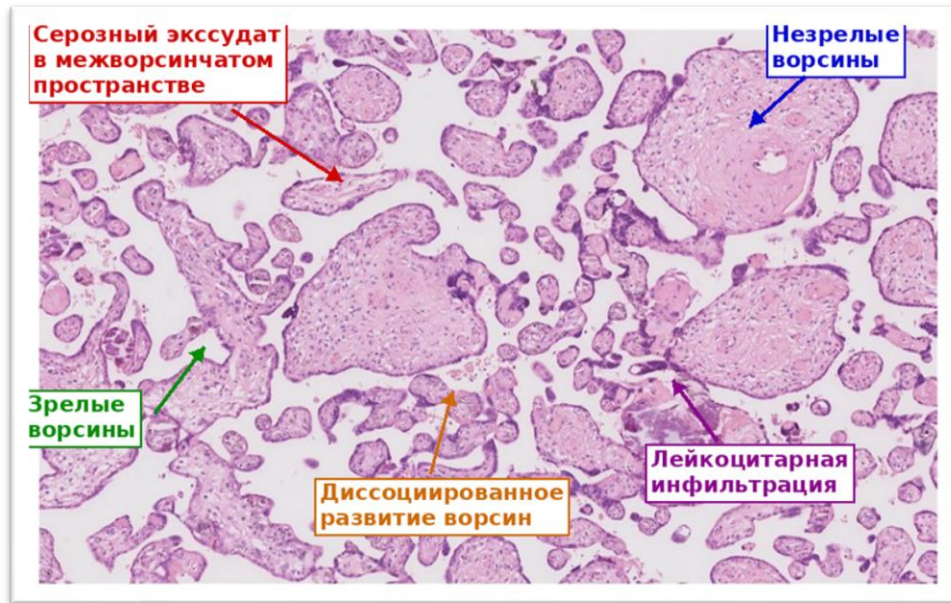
Распространенный серозный субхориальный интервиллузит, диссоциированное развитие ворсинчатого хориона. Окраска гематоксилин-эозином, x250.
